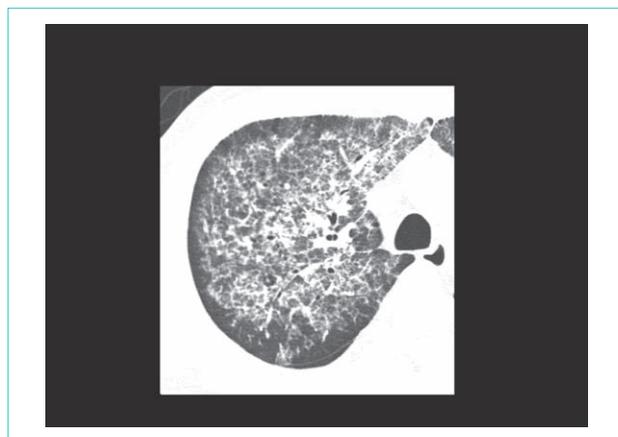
APAP の胸部 HRCT 像、subpleural sparing
